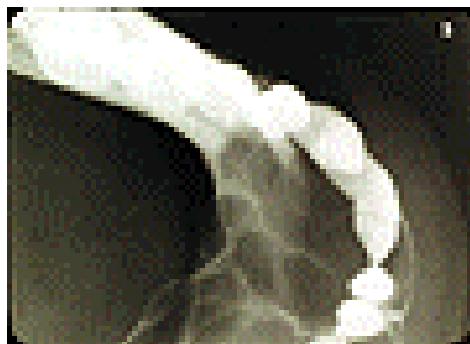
Imagen de una radiografía oclusal de mandíbula. (28)
